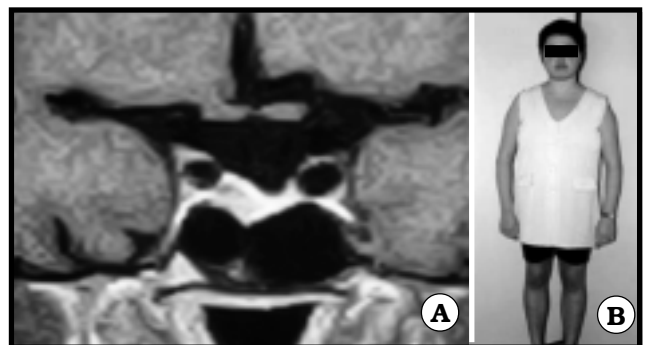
A IRM prequirúrgica. Se observa un microadenoma derecho. B. Paciente con signos de enfermedad de Cushing, en junio de 1997
